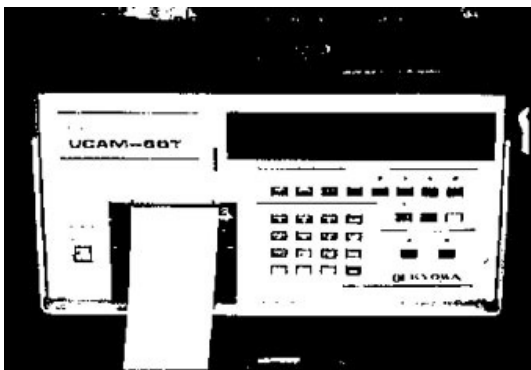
Universal Digital Measuring System UCAM-5BT.
